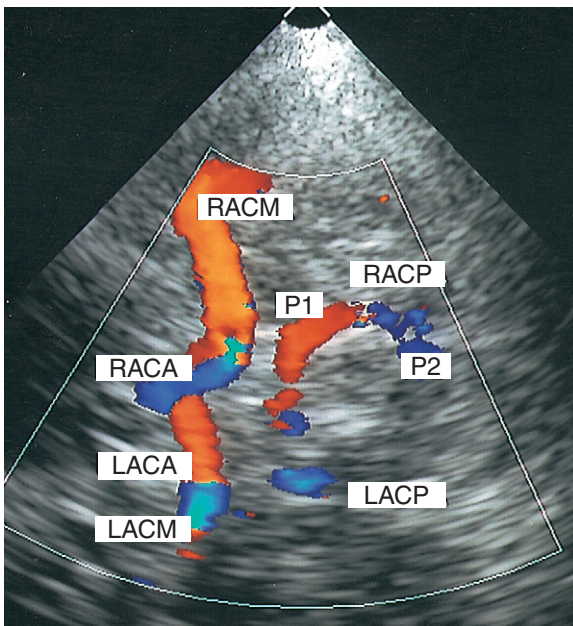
Die transkranielle Farbdopplersonographie kann zur Untersuchung der intrazerebralen Gefäße eingesetzt werden (siehe Abb. 8.2A).
